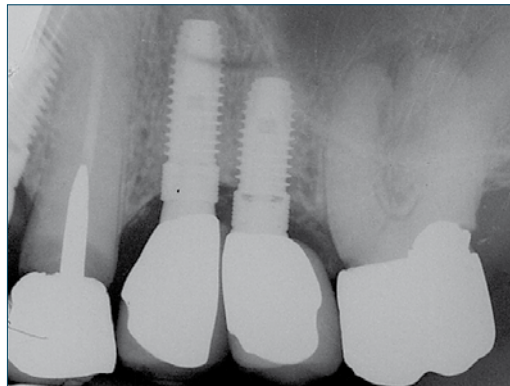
Radiografia periapicale a tre anni di carico.
